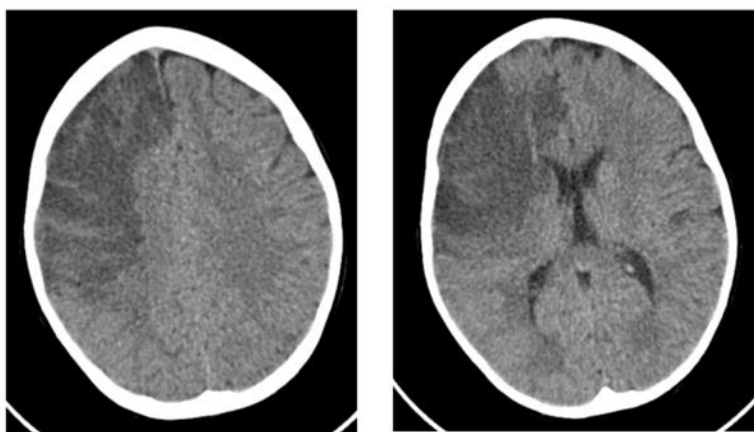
TC-CE com AVC Isquémico na divisão anterior da ACM direita
